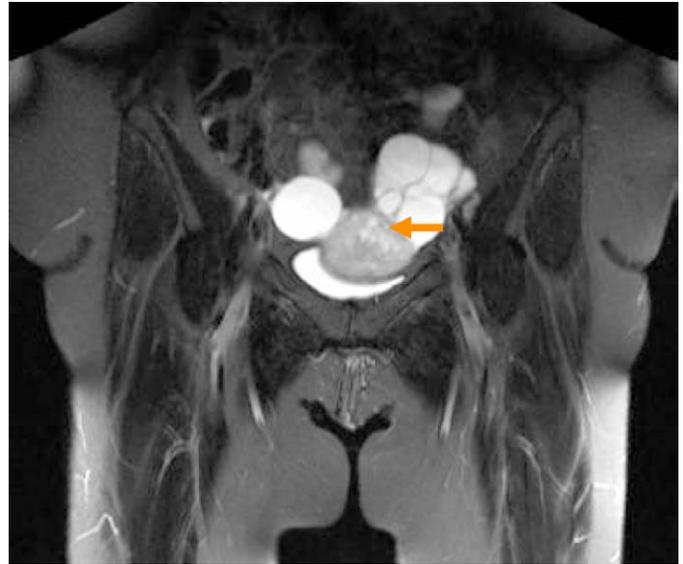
Partie pelvienne de l'IRM. Lésion intramyométriale du fond utérin.
